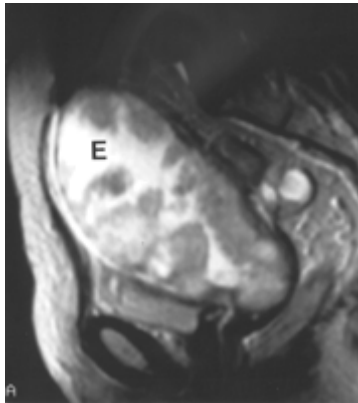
Coupe sagittale d'IRM en T2. Distension de la cavité endométriale (E) par des masses polypoïdes périphériques (carcinosarcome)
